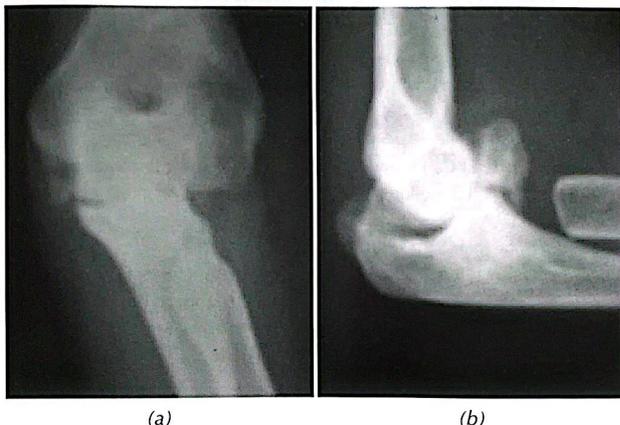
Radiographies du coude de face (a) et de profil (b) au recul
